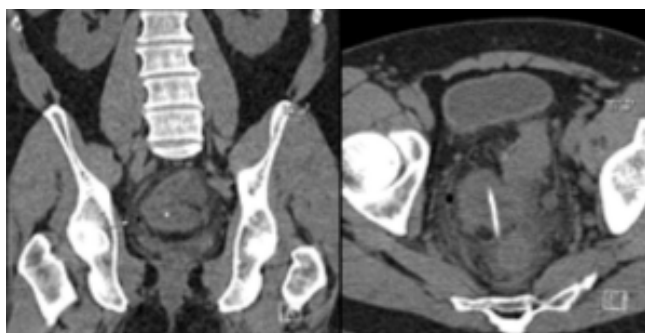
TC de abdomen en fase simple en corte coronal que demuestra neumoperitoneo y estriación de la grasa perirrectal sugestiva de plastrón. En corte axial presencia de cuerpo extraño lineal con densidad de 400 UH de aproximadamente 4 cm x 4mm .
